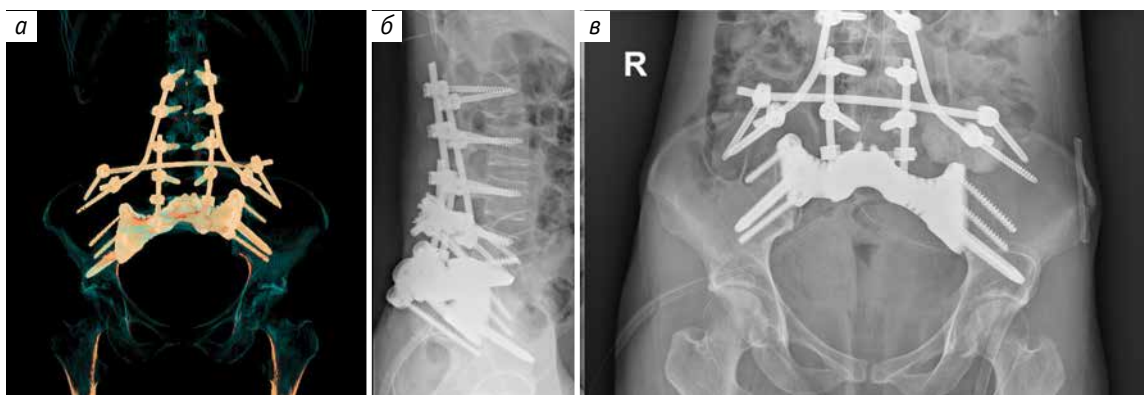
Послеоперационная рентгенография пояснично-крестцовой области: а – вид сзади; б – вид сбоку; в – вид спереди
